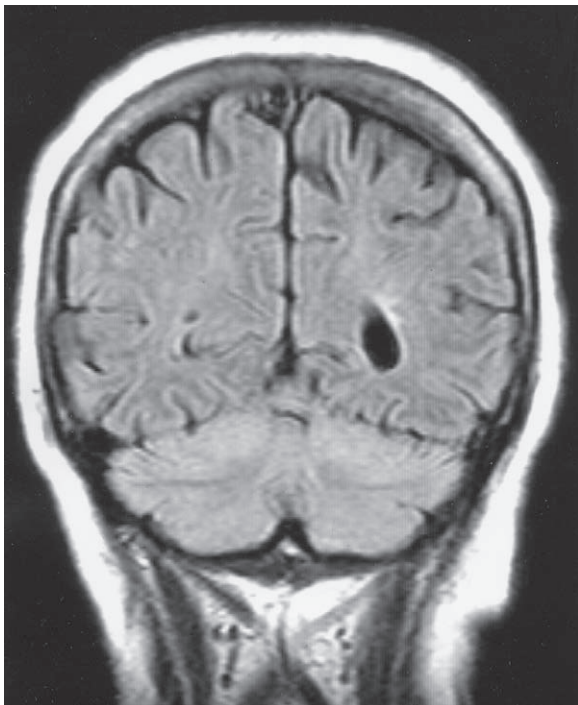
Degeneración cerebelosa paracarcinomatosa. El estudio de MRI muestra realce sutil difuso de la corteza del cerebelo.
